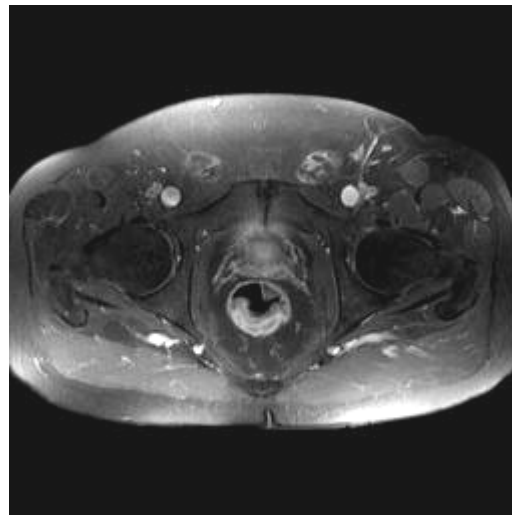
MRT transversal T2 N0
